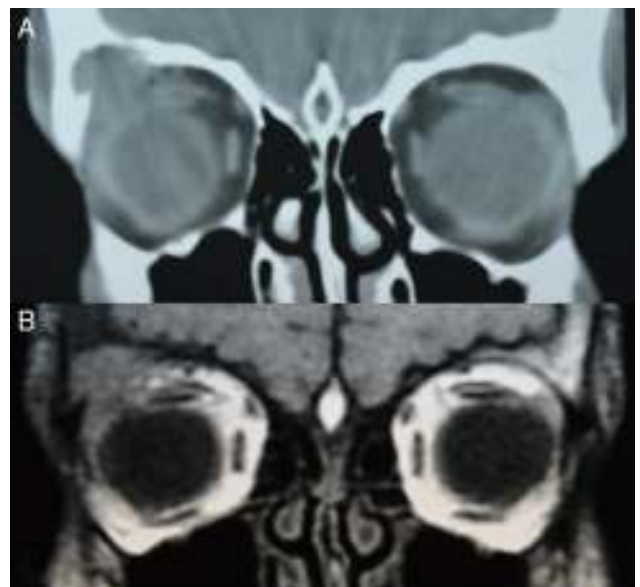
Imágenes de la TC (2A) y RM orbitaria (2B) al diagnóstico.
